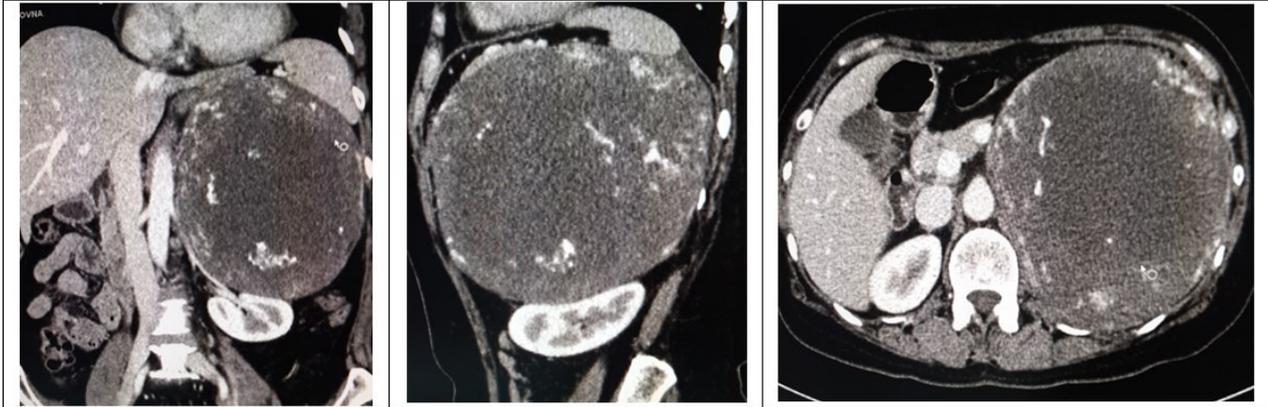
КТ – гигантское образование левого надпочечника
